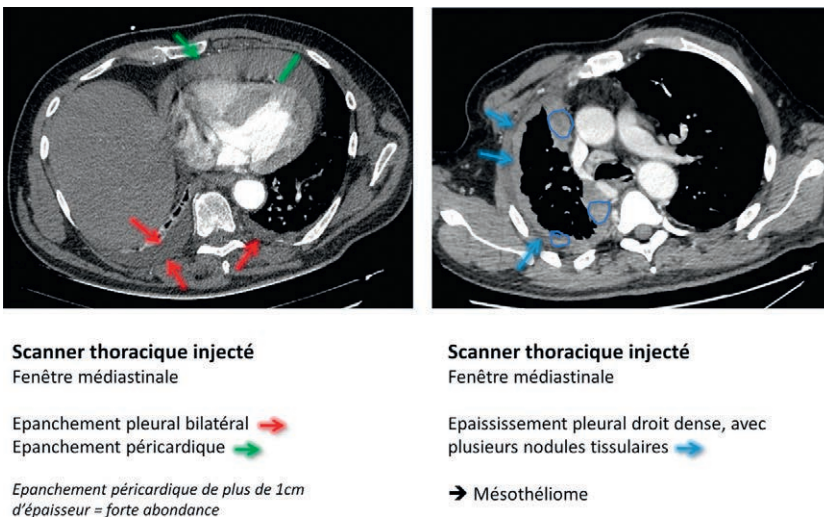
Épanchements thoraciques en TDM.
